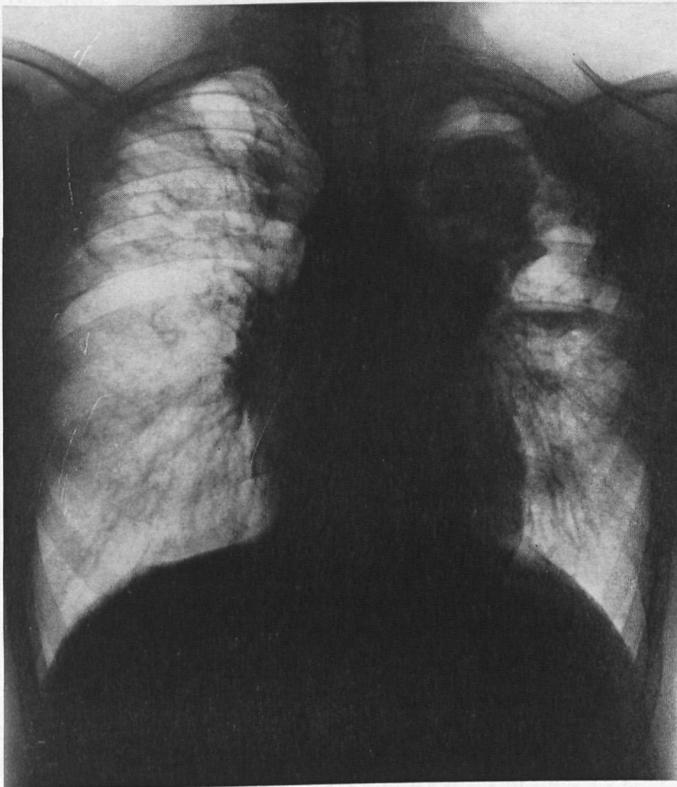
Ausgedehntes Aspergillus-Myzetom im linken Lungenspitzenoberfeld mit typischen röntgenologischen Merkmalen
